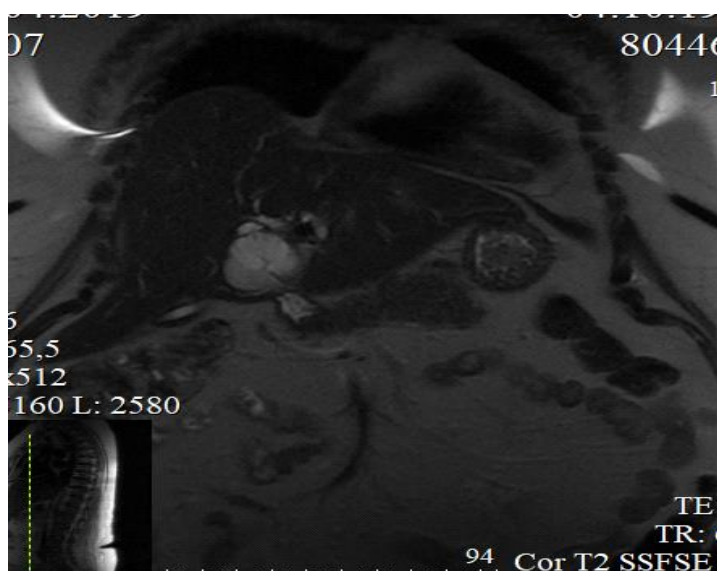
МРТ. Билиарные цистаденомы S 3-4b и внепеченочных желчных протоков
